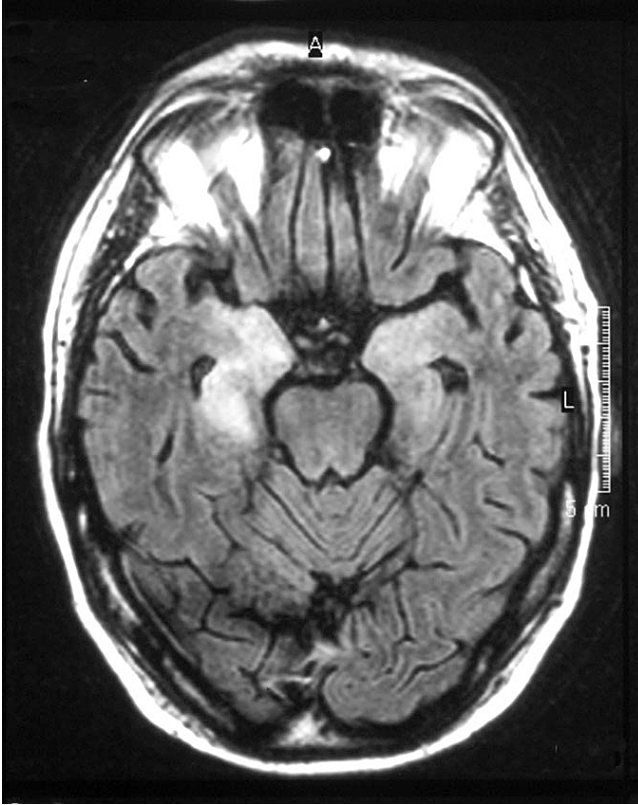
Zerebrales MRT eines Patienten mit LE, Hu-Antikörper und kleinzelligem Lungenkarzinom: diffuse Hyperintensitäten in der FLAIR Sequenz entlang der bilateralen mesialen Temporalappen.
